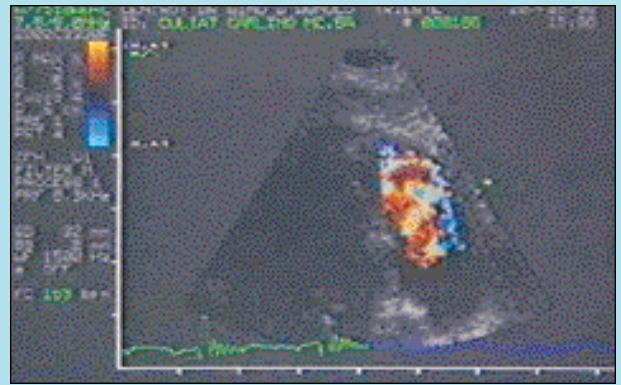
Color Doppler stessa proiezione della Figura 6: è evidente il jet sistolico a mosaico nel tratto di efflusso del ventricolo destro.
